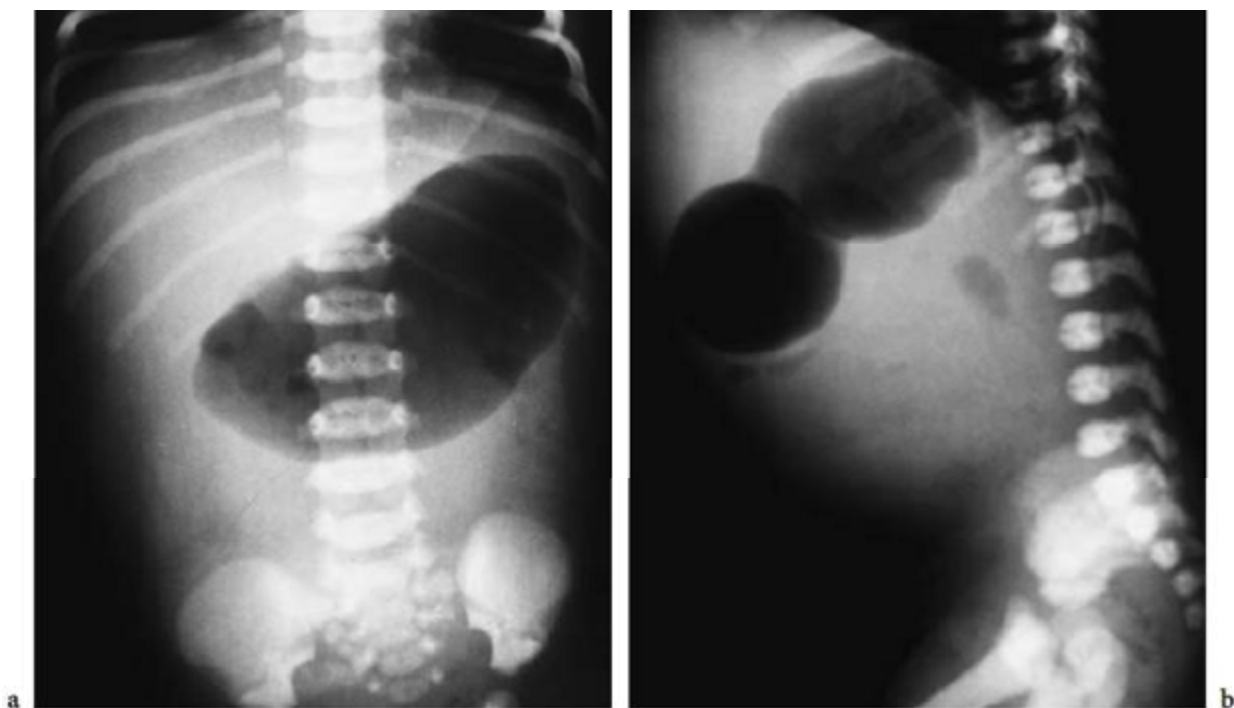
Radiographie thoraco-abdominale sans préparation montrant : a) De face : une dilatation aérique de l'estomac. b) De profil : une image en double bulle avec pauvreté de l'aération sous jacente. [37]
